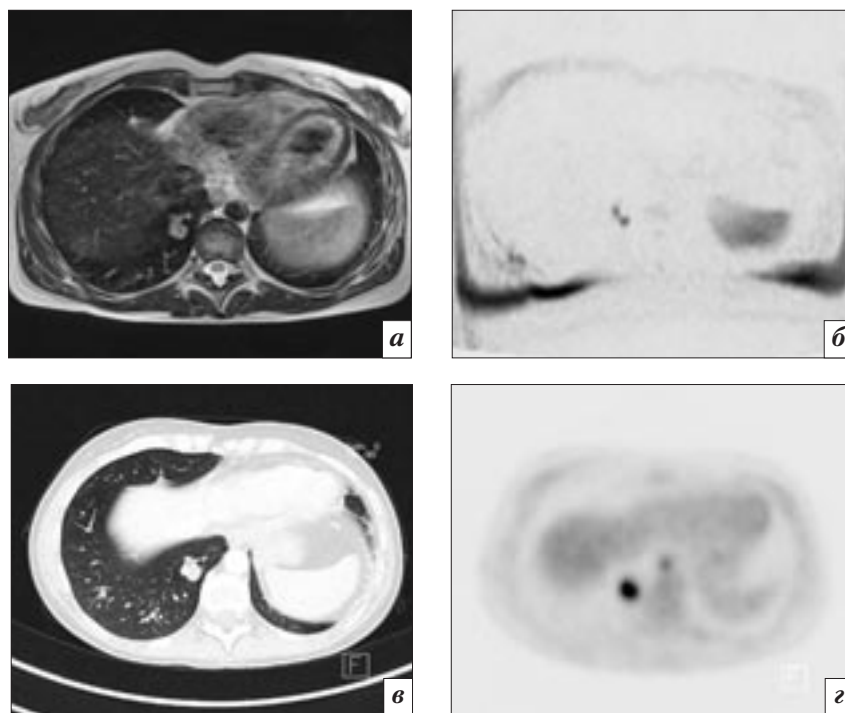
МРТ грудной клетки, аксиальная плоскость, T2-взвешенное (а) и диффузионно-взвешенное (б) изображения. КТ (в) и ПЭТ (з), аксиальная плоскость. В нижней доле правого легкого определяется дополнительное образование с ограничением диффузии (б) и гиперфиксацией радиофармпрепарата (з)
